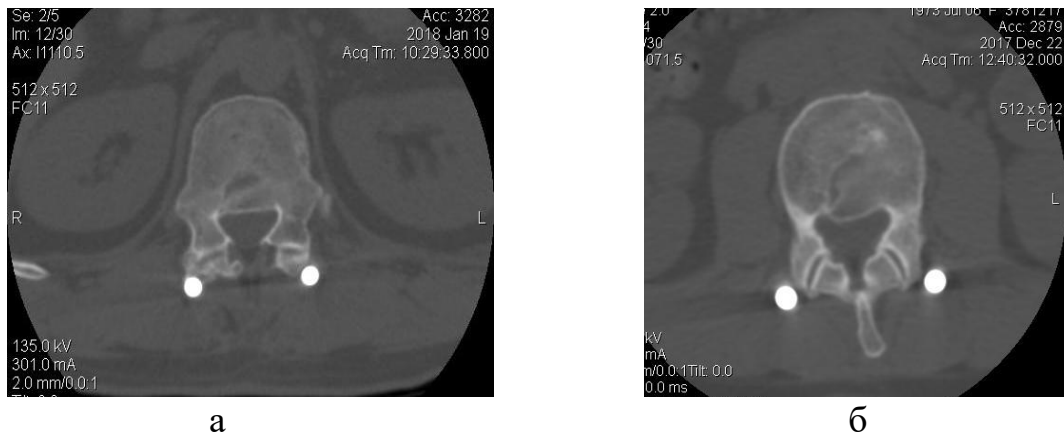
Аксіальні томограми хворих П., історія хвороби № 85251 (а), та Д., історія хвороби № 88022 (б), з ознаками відновлення кісткової структури тіла хребця та заднього спондилодезу на оперованому сегменті
